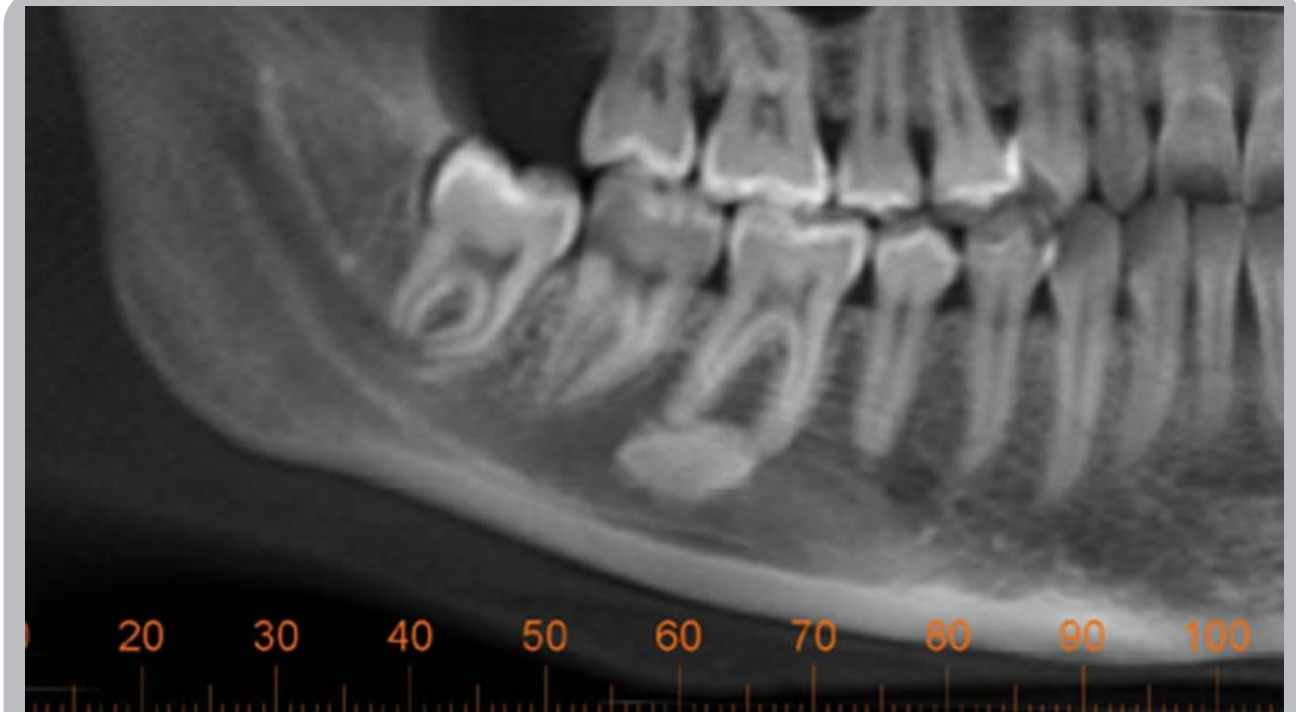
Adulto joven. Estudio cone beam. Vista panorámica hemimandibular derecha. A nivel de ápices de primer molar (pieza vital) se observa una masa radiopaca de límites definidos en relación a vértices apicales. En cortes transversales se observa zona de osteoesclerosis (Enostosis) que se extiende desde la tabla lingual hacia la tabla vestibular. Ápices claramente definidos, a diferencia de lo que se observa en los cementoblastomas, donde la masa se encuentra fusionada a las raíces. Osteoesclerosis a nivel apical. (Diagnóstico diferencial con cementoblastoma)
